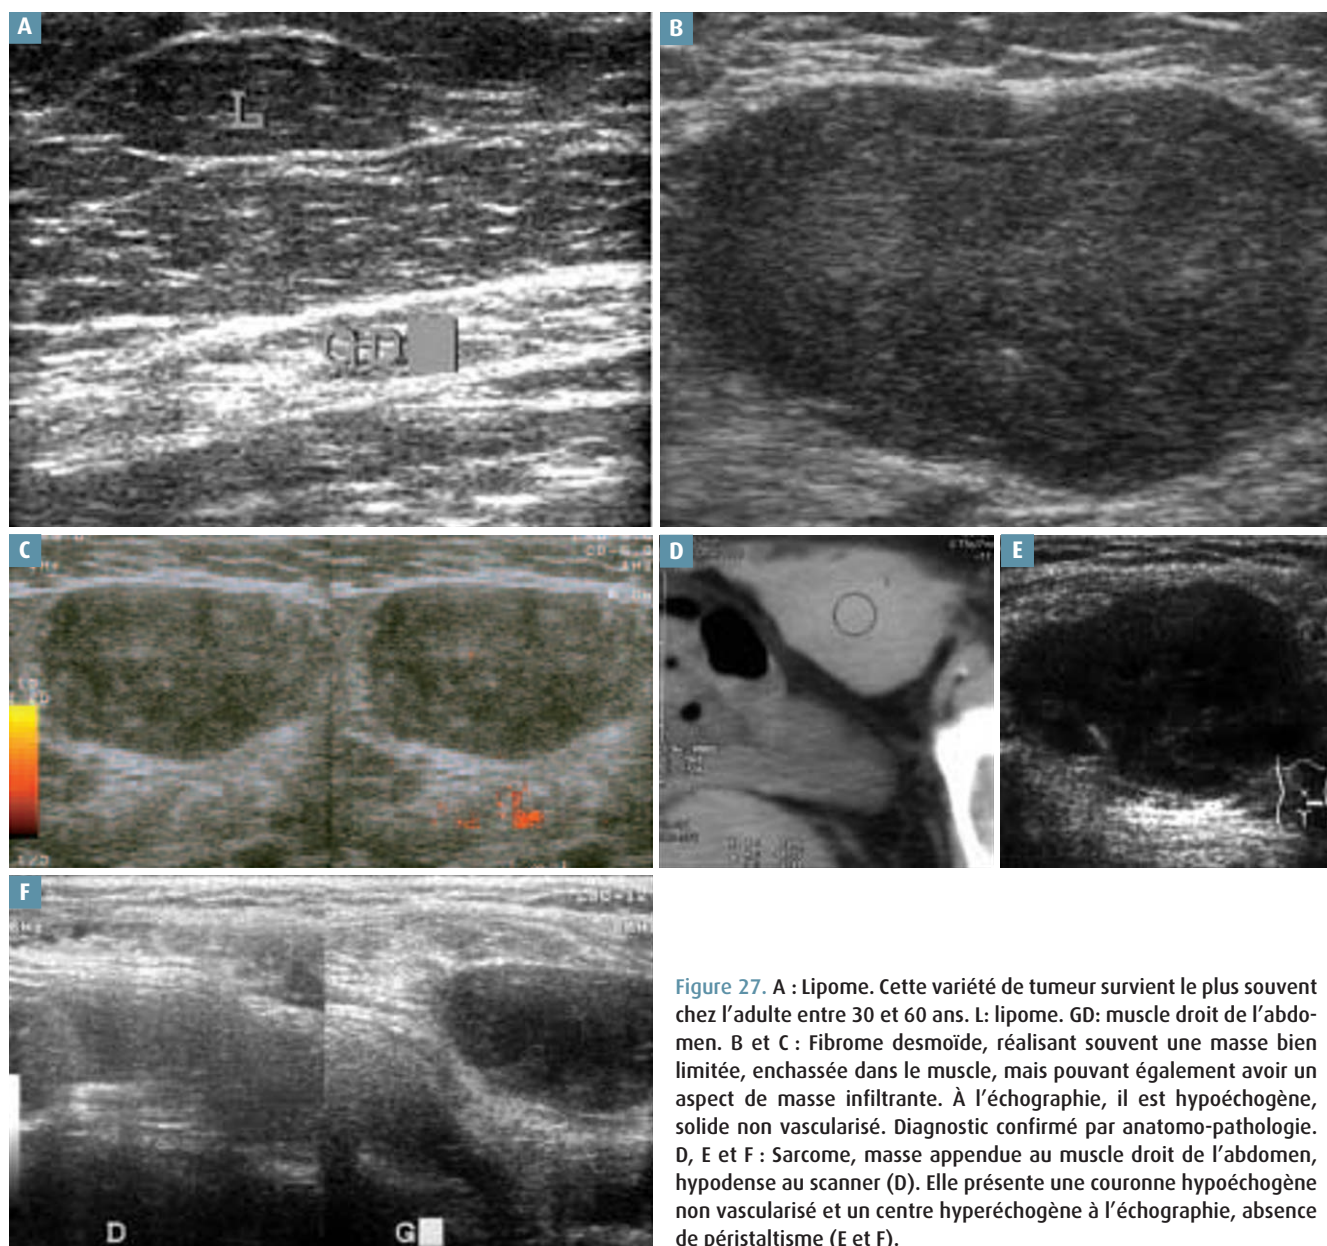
A : Lipome. Cette variété de tumeur survient le plus souvent chez l'adulte entre 30 et 60 ans. L: lipome. GD: muscle droit de l'abdomen. B et C : Fibrome desmoïde, réalisant souvent une masse bien limitée, enchassée dans le muscle, mais pouvant également avoir un aspect de masse infiltrante. À l'échographie, il est hypoéchogène, solide non vascularisé. Diagnostic confirmé par anatomo-pathologie. D, E et F : Sarcome, masse appendue au muscle droit de l'abdomen, hypodense au scanner (D). Elle présente une couronne hypoéchogène non vascularisée et un centre hyperéchogène à l'échographie, absence de péristaltisme (E et F).
